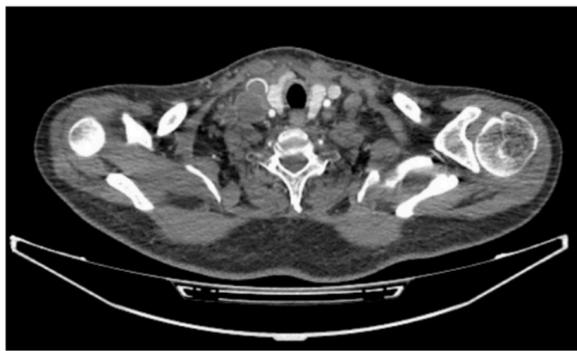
Axial contrast enhanced CT of the neck showing SVC compression due to mass
